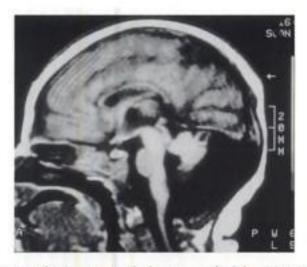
Infection congénitale à CMV. IRM cérébrale avec anomalie de la gyration et hypoplasie du cervelet (photographie fournie par le Dr ML Moutard).
